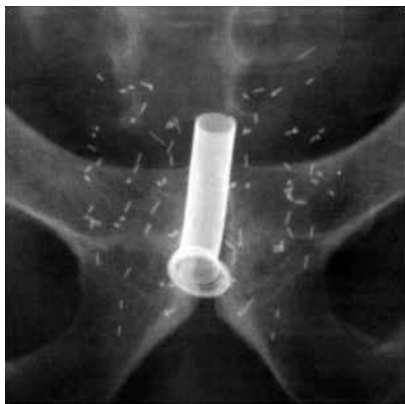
Рентгенограмма малого таза после брахитерапии с установленным простатическим стентом
